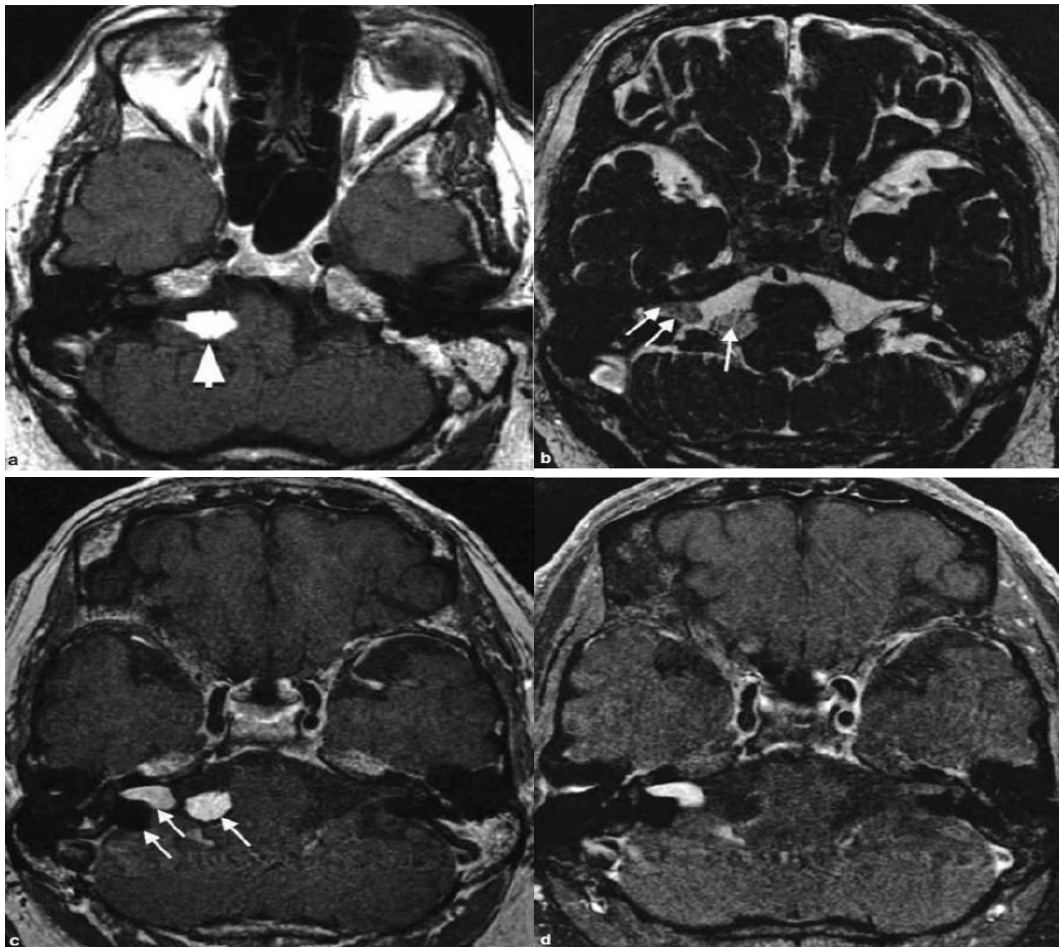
[98] : Lipome de l'APC droit associé a un schwannome vestibulaire stade II. IRM en coupes axiale en séquences T1 (a), T2 3D de type Fiesta (b), T1 après injection de PDC sans (c) et avec saturation du signal de la graisse (d).
